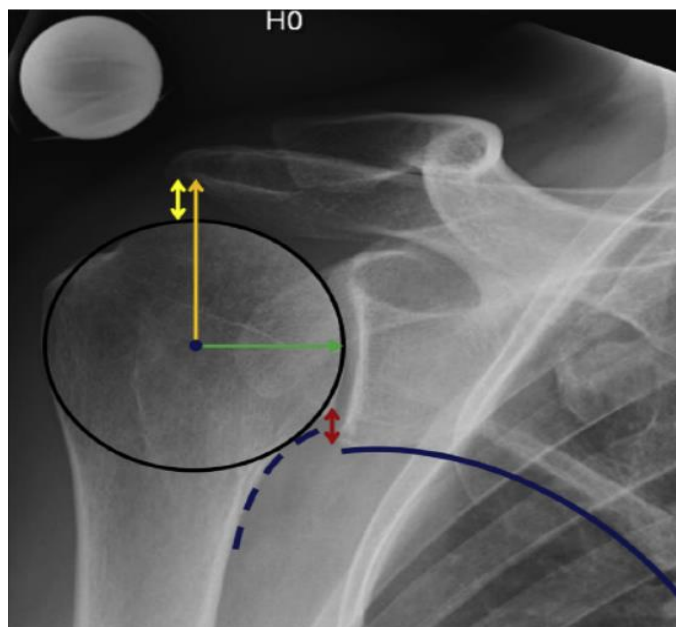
Radiografia anteroposterior do ombro em um paciente com capsulite adesiva.
